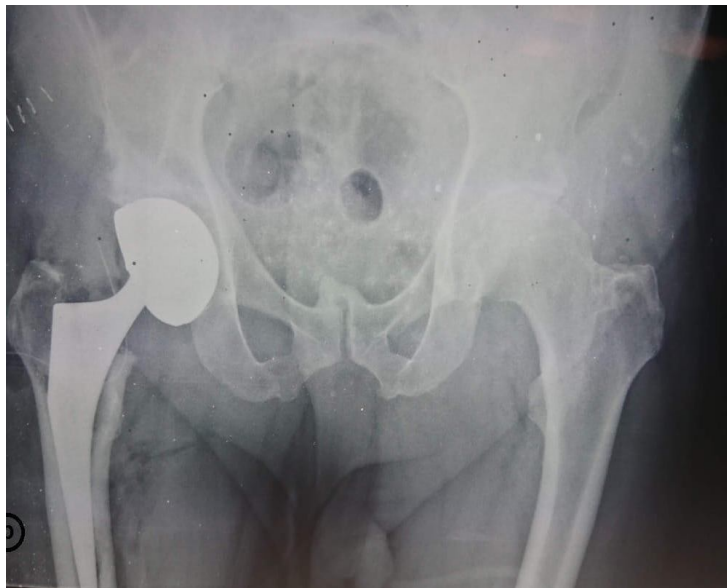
Radiographie du bassin de face d'un patient de 76 ans, opéré pour une coxite inflammatoire avec implantation d'une PTH droite non cimentée
